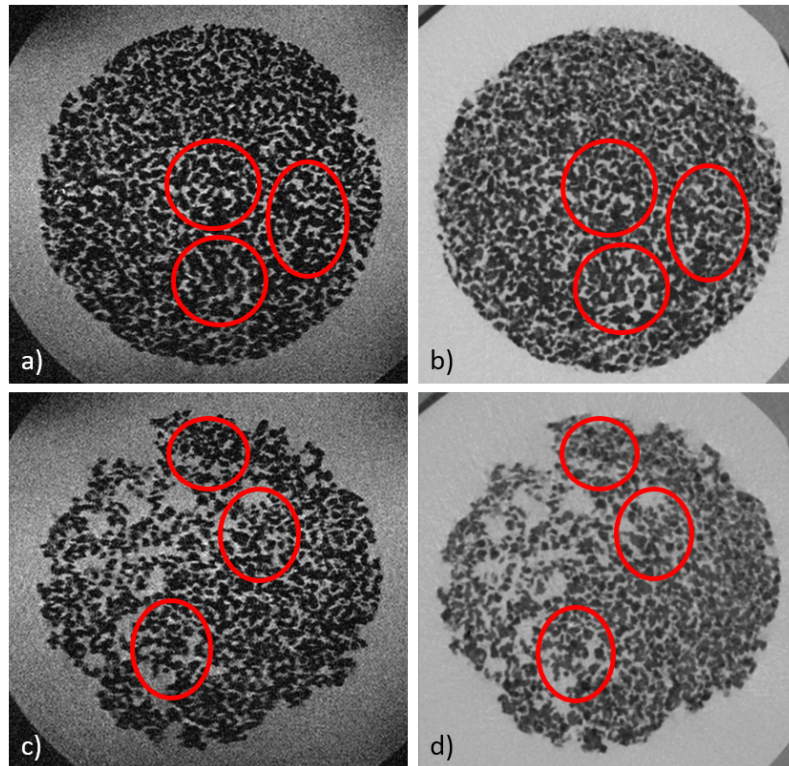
$\mu$ MR- (a & c) und  $\mu$ CT-Aufnahmen (b & d) mit ähnlicher Schichtorientierung für eine Probe aus der Gruppe A. In den  $\mu$ CT-Aufnahmen wurde der Kontrast invertiert, um eine ähnliche Darstellung wie in der  $\mu$ MR-Aufnahme zu erreichen und den Vergleich der Strukturen zu vereinfachen. Bereiche mit besonders guter Übereinstimmung sind innerhalb der rot hervorgehobenen Kreise zu finden. Die Aufnahmen gehören zu *einer* Probe und befinden sich zentral (a bzw. b) und am Rand (c bzw. d) des Scaffolds.
